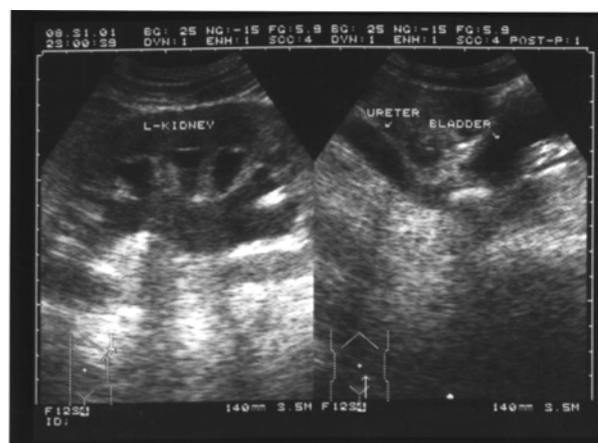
ТАУЗИ. Острый дилатационный синдром полостной системы левой почки и левого мочеточника. Крупный обтурирующий конкремент интрамурального отдела мочеточника
